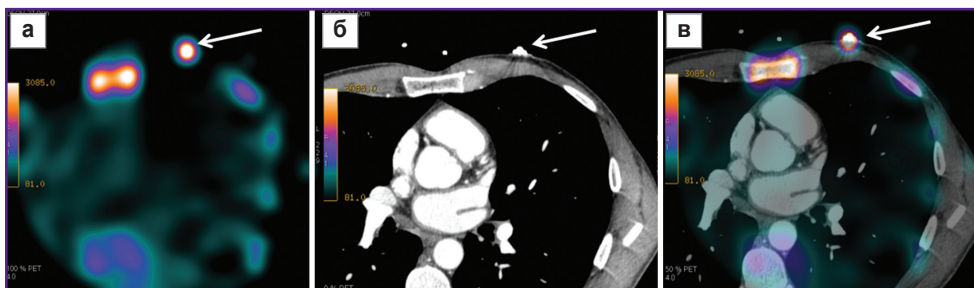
Пример совмещения сцинтиграфических и рентгеновских изображений при помощи поверхностных меток: а — сцинтиграфическое изображение (аксиальный срез), стрелкой указано расположение радиоактивной метки; б — рентгеновское томографическое изображение (аксиальный срез), стрелкой указано расположение рентгеноконтрастной метки; в — гибридное ОФЭКТ/КТ изображение, стрелкой указано совмещение двух меток
